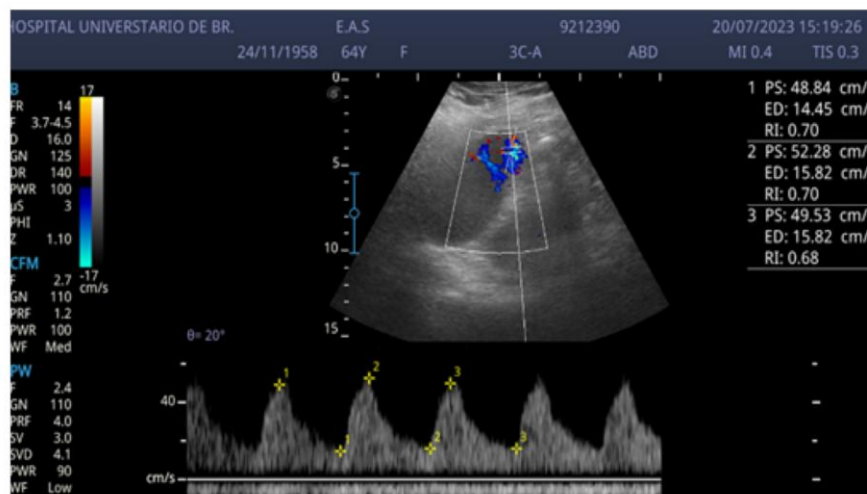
Traçado espectral Doppler da artéria esplênica com IRAE elevado
